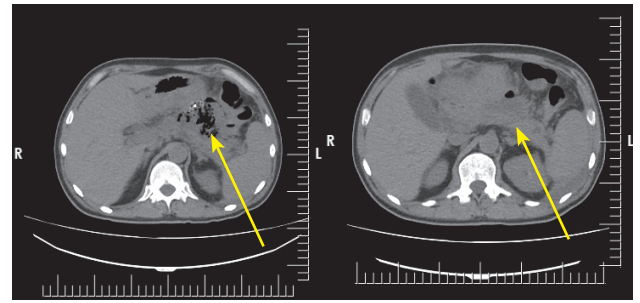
Компьютерная томография до и после лечения
